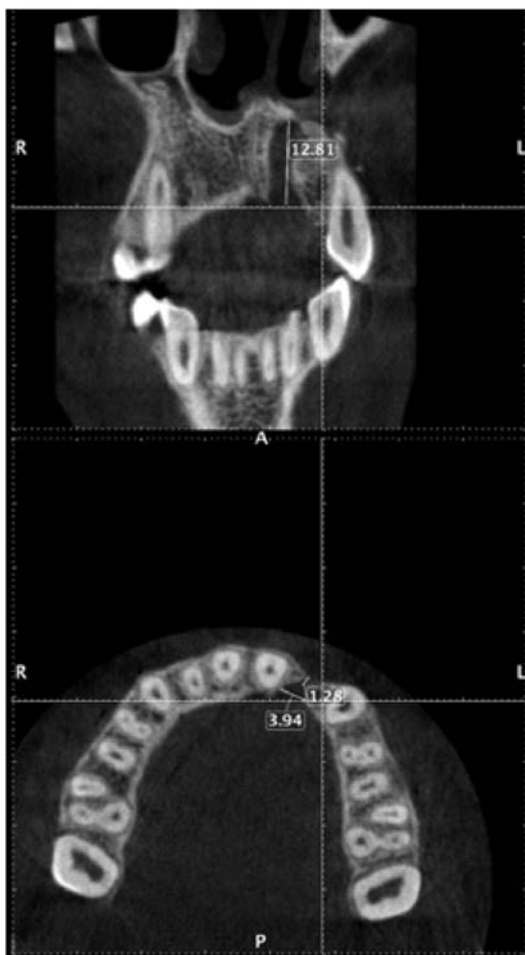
Evaluarea radiologică prin CBCT a DLMP
